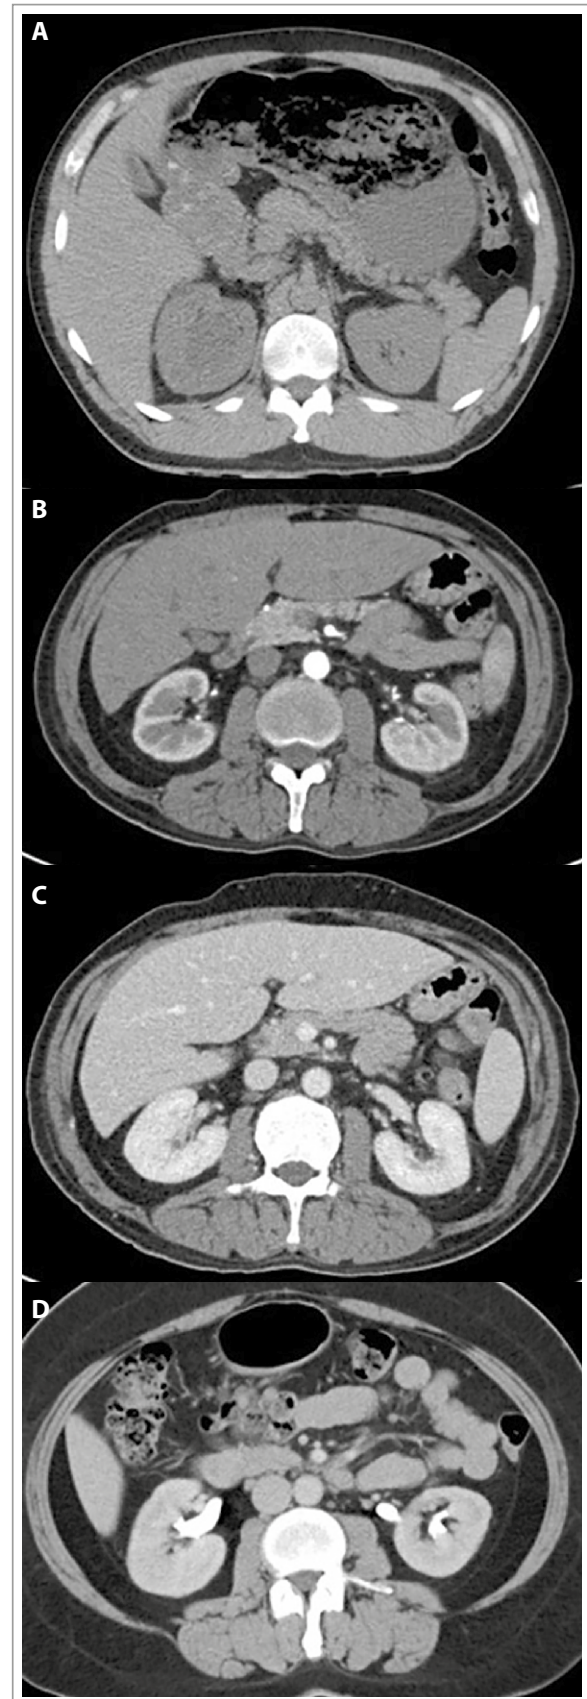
TC de abdomen y pelvis (A) sin contraste, (B) fase arterial (cortesía de Dr. Ian Bickle, Radiopaedia.org, rID: 38003), (C) fase venosa o portal, (cortesía de Dr. David Cuete, Radiopaedia.org, rID: 23114) y (D) fase de eliminación (cortesía de Dr. Ian Bickle, Radiopaedia.org, rID: 27723).
